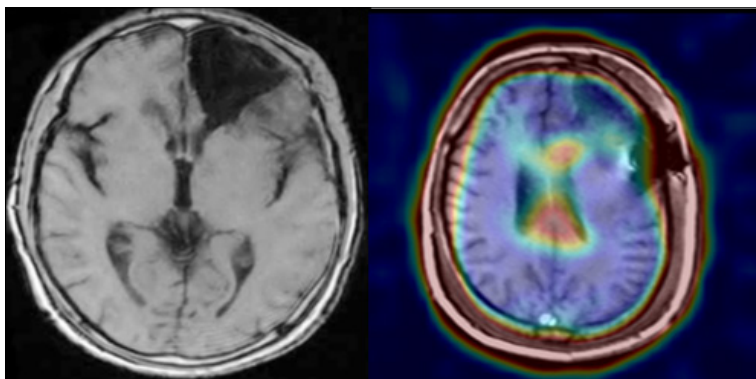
MRI T1 weighted skull and brain SPECT with 99m Tc-MIBI. Post-operative.
